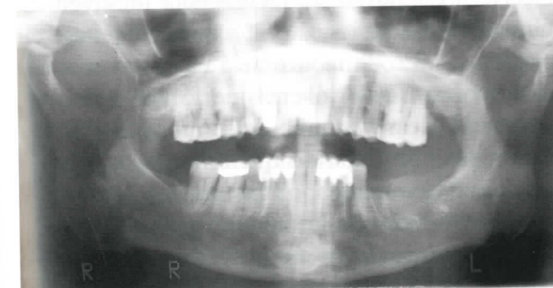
Radiografía panorámica preoperatoria. Nótese el aspecto unilocular y los bordes pobremente definidos de la lesión adyacente a la imagen de extracción del segundo molar inferior izquierdo.
